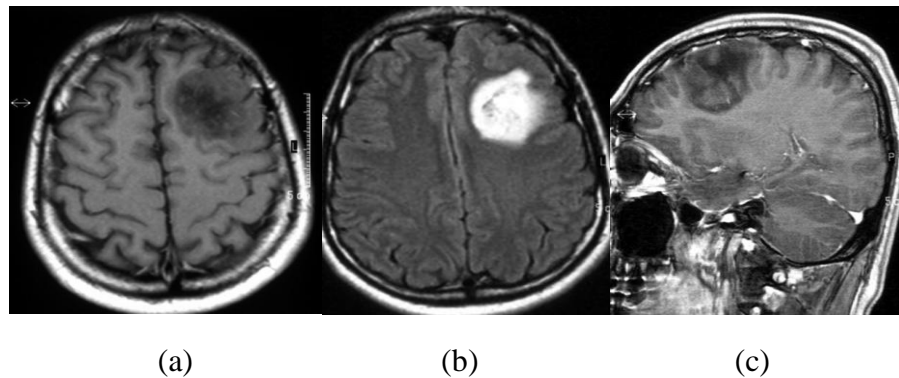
Oligodendrogliome de bas grade. (a) Tumeur non rehaussée en coupe axiale de l'image pondérée en T1 avec rehaussement de contraste, (b) même tumeur sur FLAIR, (c) coupe sagittale de la tumeur [18].
